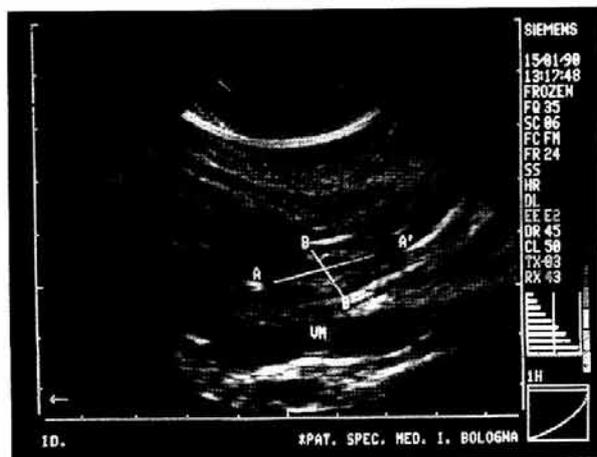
Determinazione ecografica dei diametri longitudinale (AA') ed anteroposteriore (BB') dell'antro gastrico a livello della vena mesenterica superiore (VM), dopo 120' da pasto standard.
